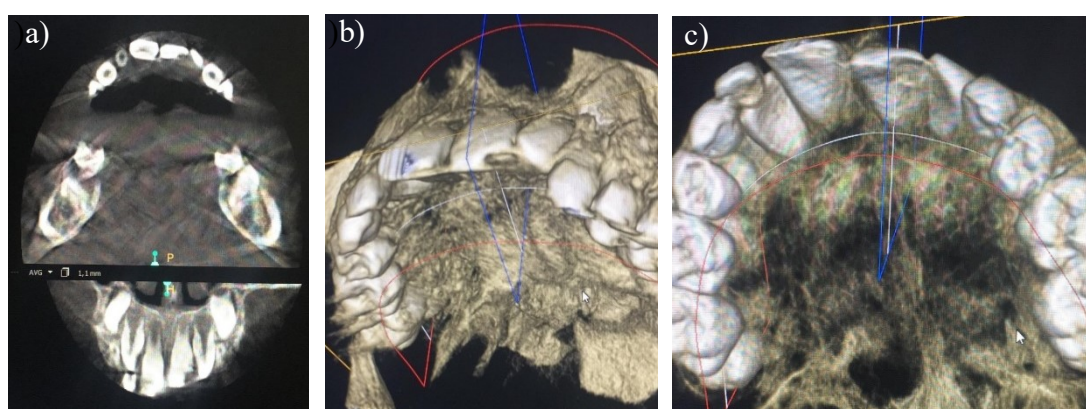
CBCT caso 2. a) Vista oclusal; b) Vista palatina; c) Vista oclusal
